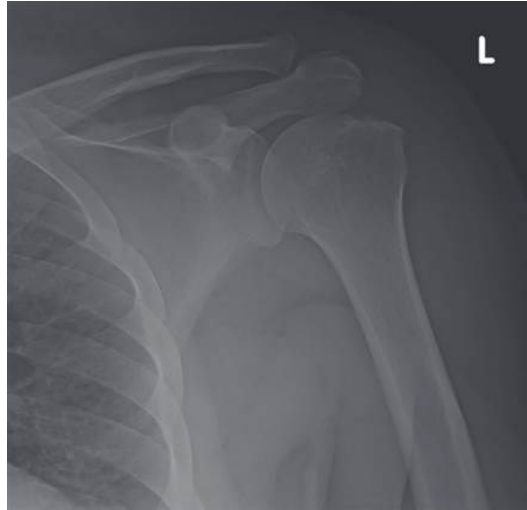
Konventionelles Röntgen der linken Schulter in AP-View zeigt Irregularität des Tuberculum majus. (59)
